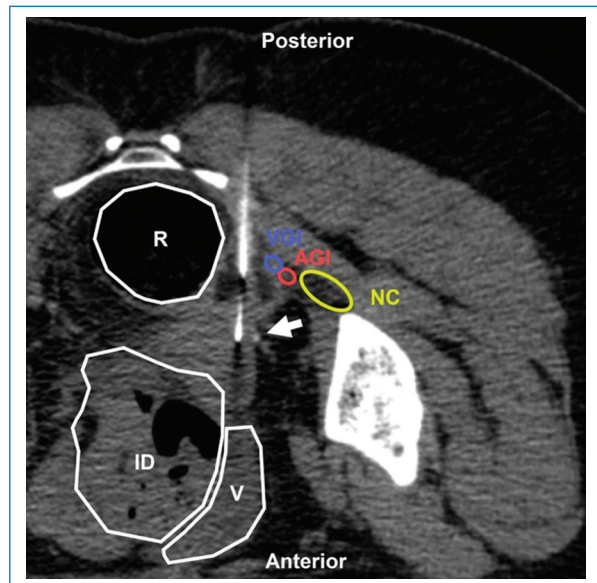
Mujer de 63 años con antecedentes de cáncer de útero en estudio por masa pararectal. BP coaxial translútea posterior (flecha) bajo TC. Estructuras a evitar: R: recto; V: vejiga; ID: intestino delgado; NC: nervio ciático; AGI y VGI: arteria y vena glútea inferior. Aguja utilizada: PL 18 G con Supercore 20 G (sistema semiautomático). Diagnóstico final: infiltración neoplásica.
